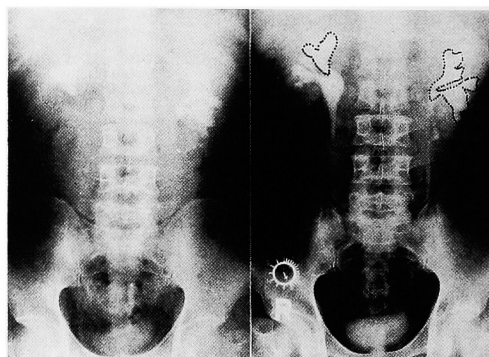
Case 2. The left and right X-ray showing the preoperative KUB and IVP. These show staghorn calculi on both sides and bilateral complete double pelvis.
